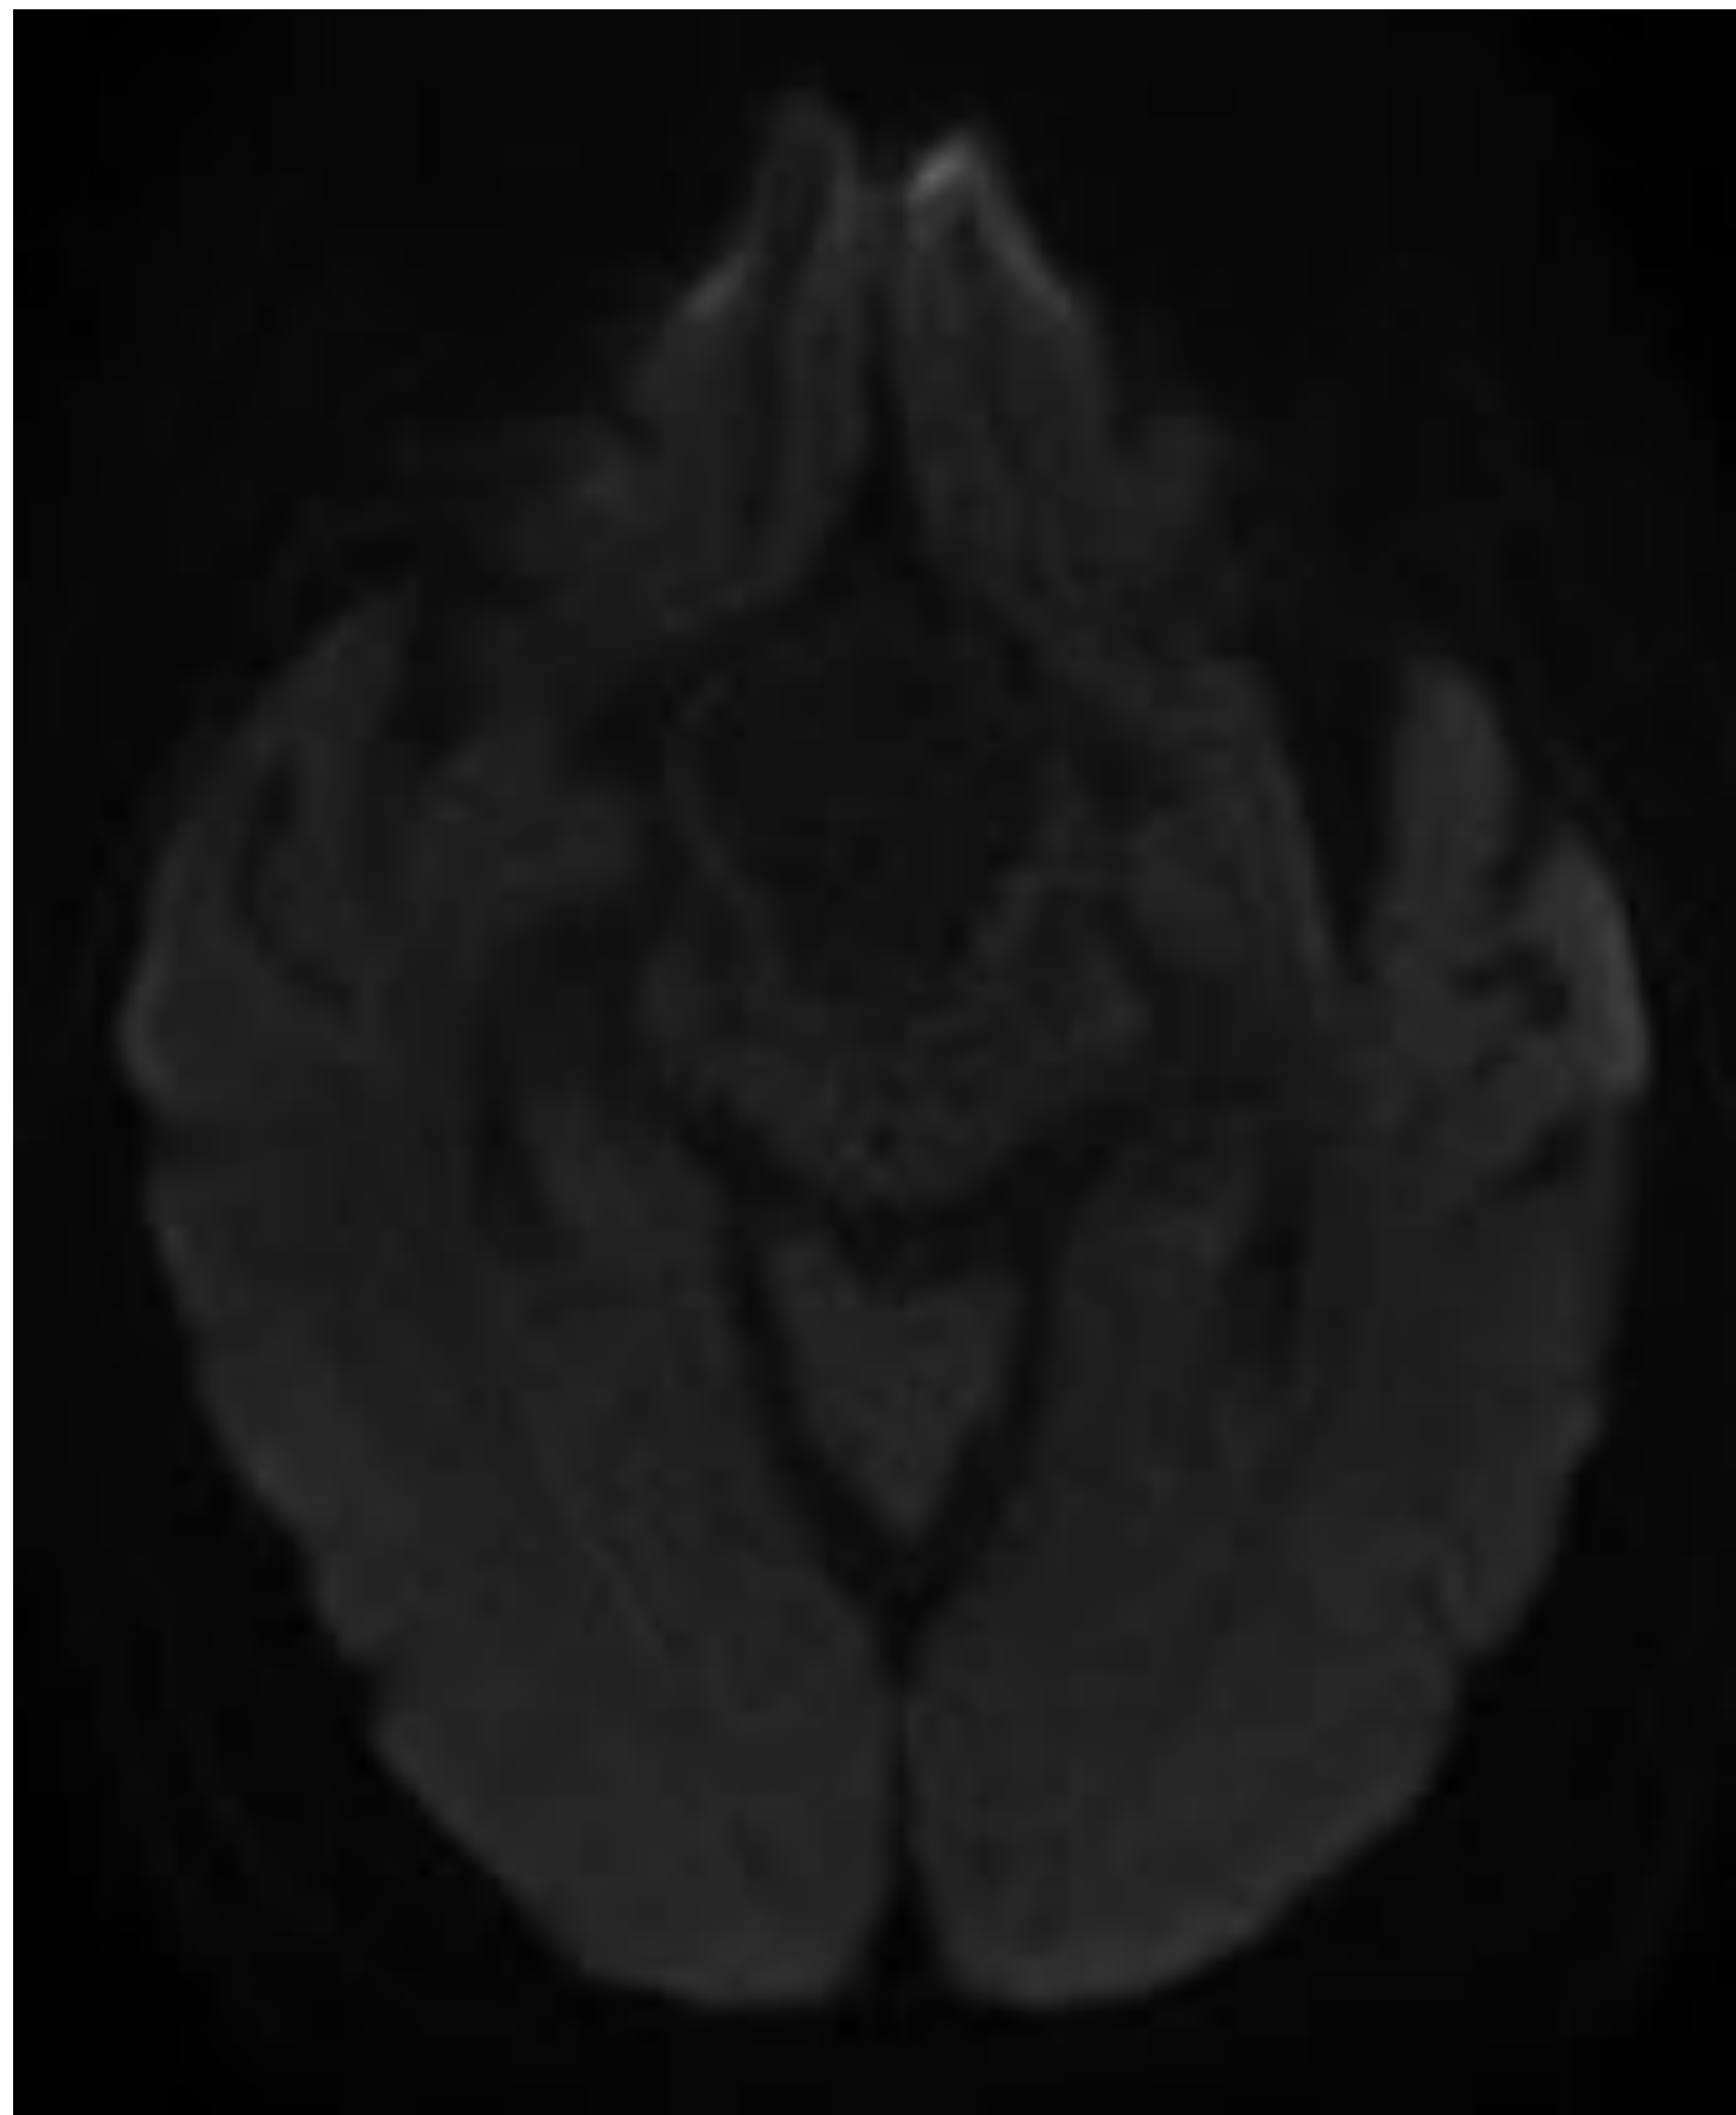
RM T2 difusión-ADC, gadolinio.
